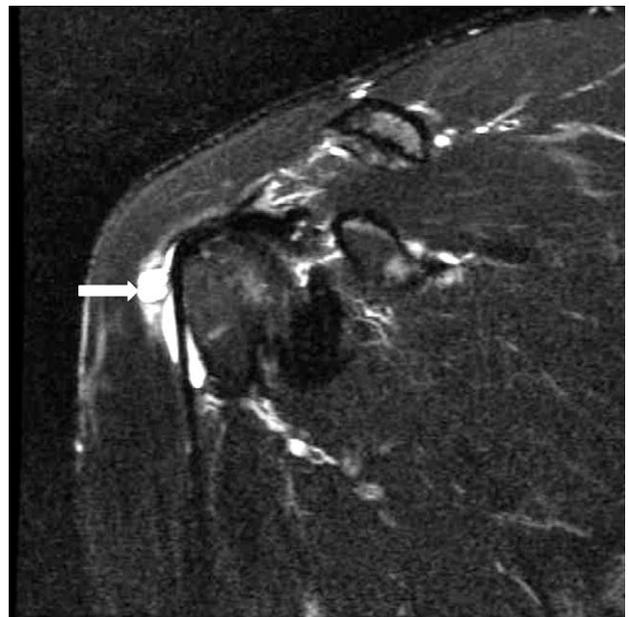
T2-weighted oblique coronal image showing the multilobulated cystic mass (arrow) around the bicipital groove.
